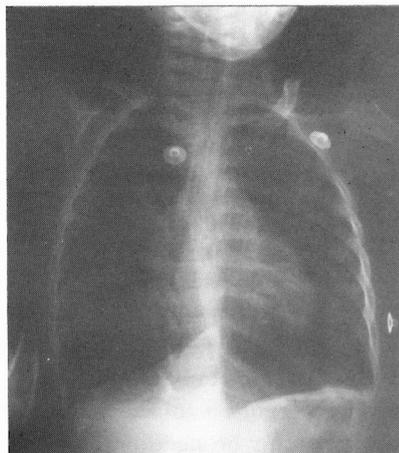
Radiografia de tórax pósterio-anterior após 18 horas de internamento na UCI mostra hiperinsuflação bilateral maior e atelectasia do lobo inferior direito.
